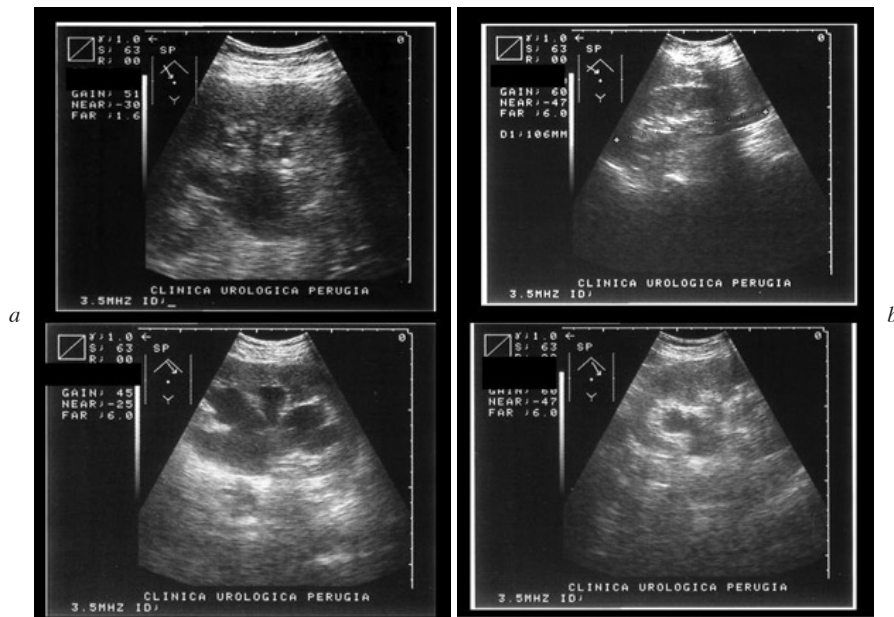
Risoluzione dell'ureteroidronefrosi dopo correzione chirurgica del prolasso. a) ecografia pre operatoria; b) ecografia post operatoria.
